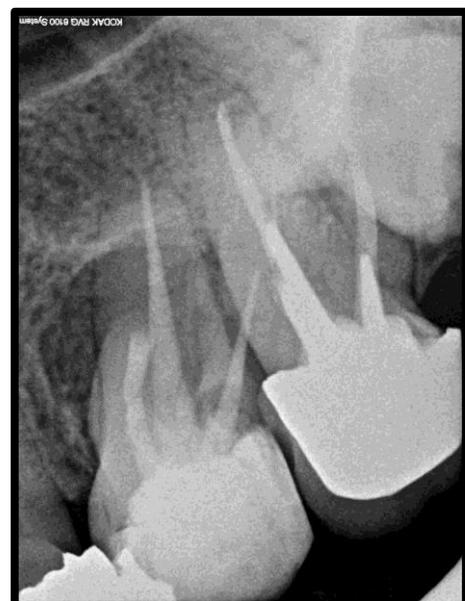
Radiografia pós Cirúrgica.
